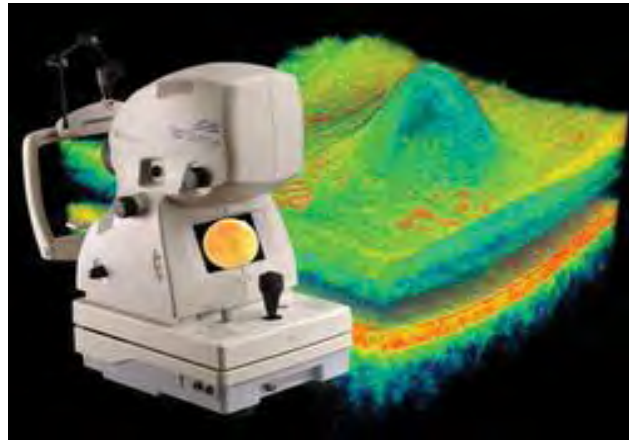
OCT 3D, Tomografía de Coherencia Óptica 3D
